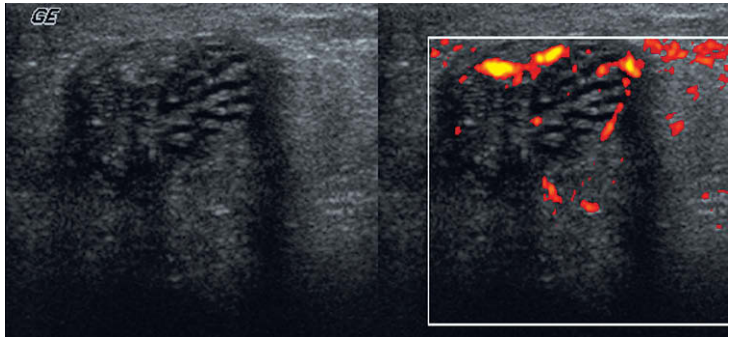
Imagen en escala de grises y con Doppler energía centradas en la región del mediastino testicular. Existe una acumulación de pequeños túbulos. El Doppler energía muestra la ausencia de flujo en estos túbulos, lo cual es compatible con una dilatación de la red testicular.
